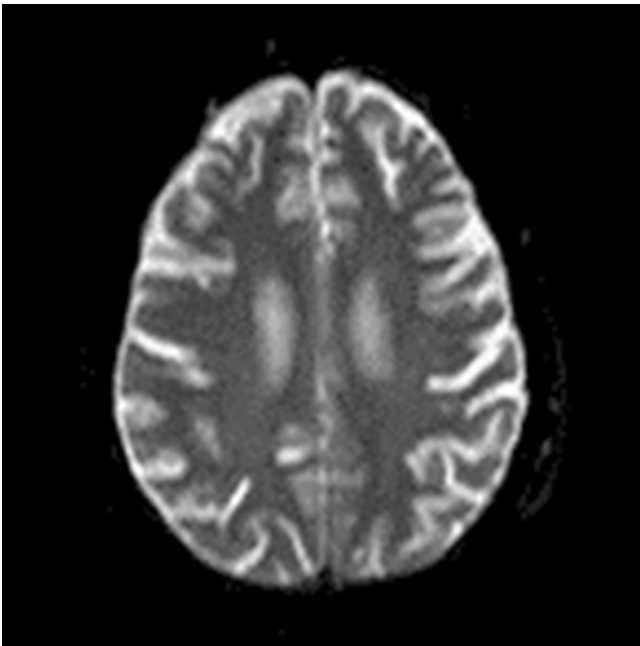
▲ Kraniale Magnetresonanztomographie im August 2019 (T2-Sequenz): kein Hinweis auf zerebrale Läsionen. (Mit freundl. Genehmigung, © Institut für Radiologie und Nuklearmedizin Bremerhaven, IRNB, alle Rechte vorbehalten)
